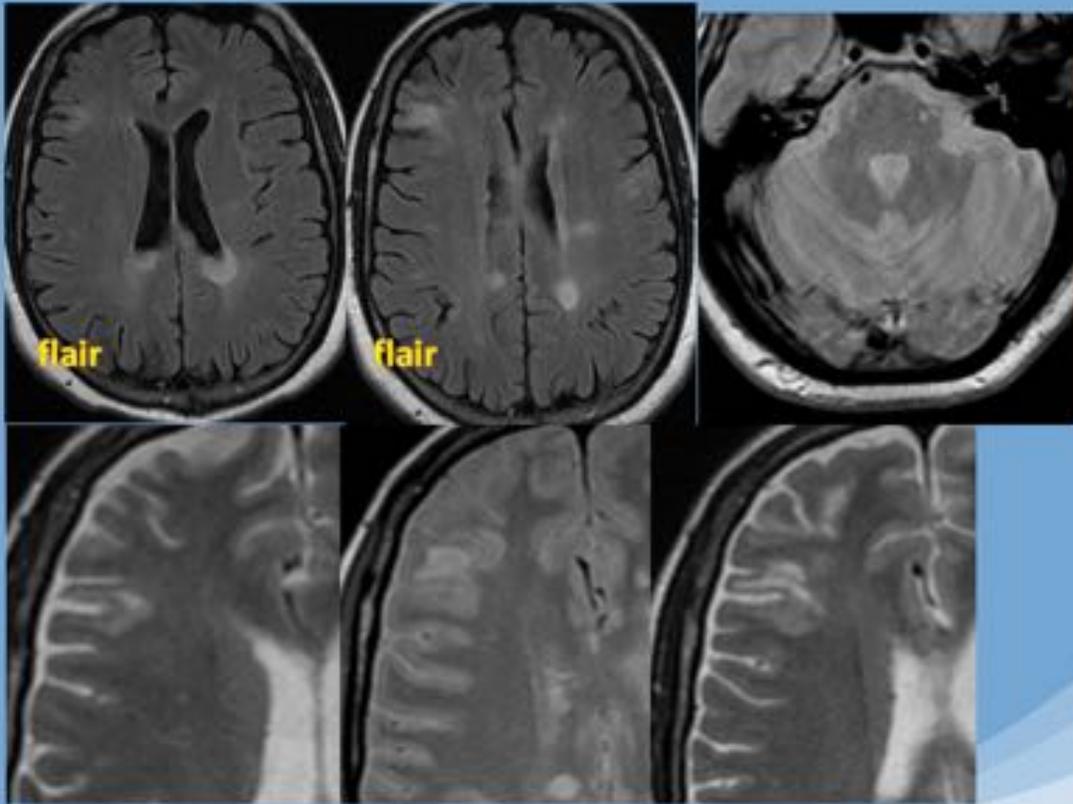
Varón 49 años, cuadro de visión doble binocular, vértigo, fatiga, debilidad extremidades derechas. RM: se identifican múltiples lesiones de sustancia blanca subcortical, yuxtacortical, periventriculares y en cuerpo calloso, ovoideas, perpendiculares al eje mayor de los VL, así como múltiples lesiones en zona anterior y periférica de la protuberancia y pedúnculo cerebeloso izquierdo.
